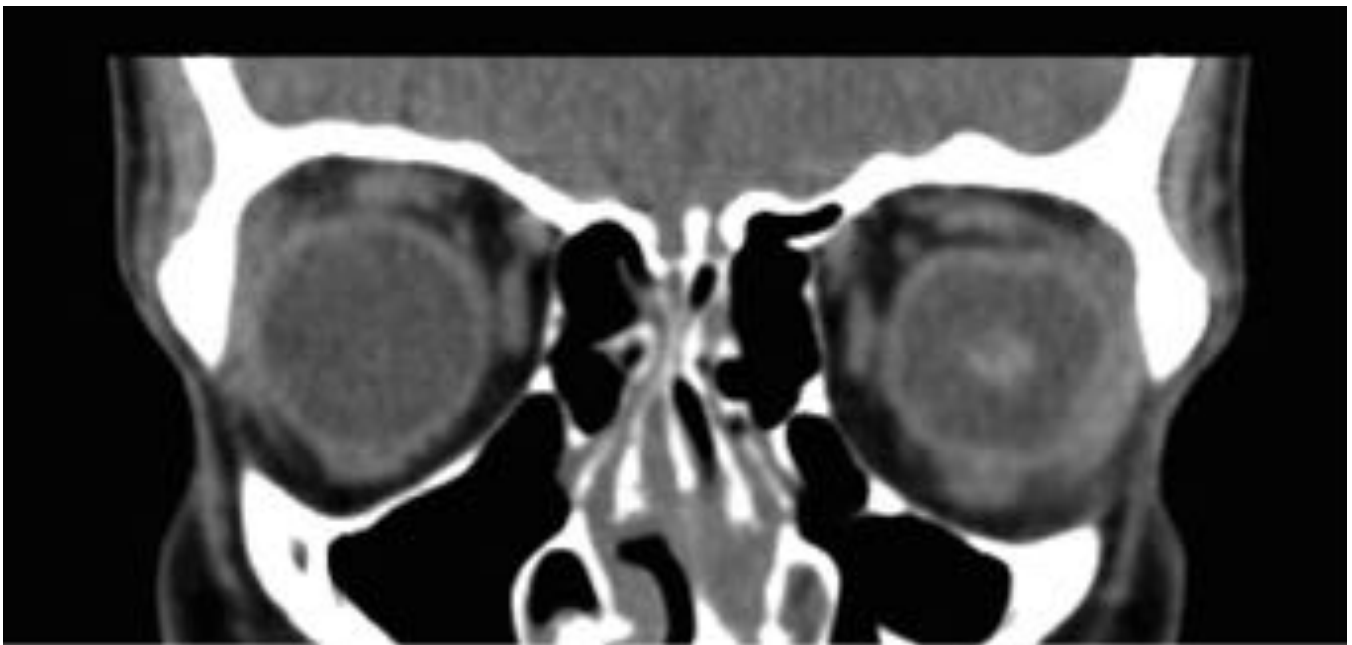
ESTALLIDO OCULAR. Corte coronal de TC sin contraste dónde se corroboran los hallazgos descritos en la imagen previa. No se identifican alteraciones en las estructuras óseas.
